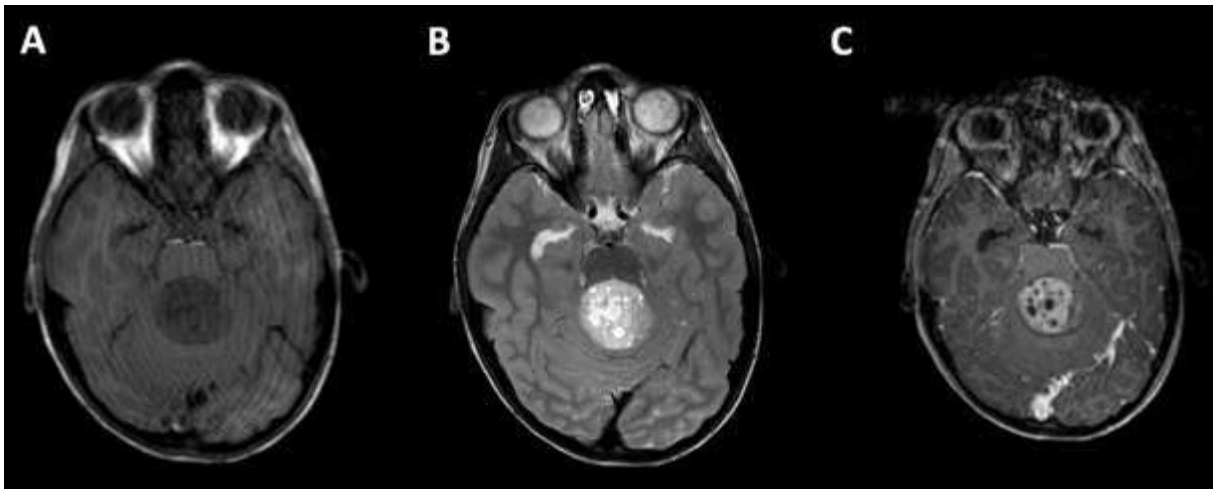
IRM médulloblastome
